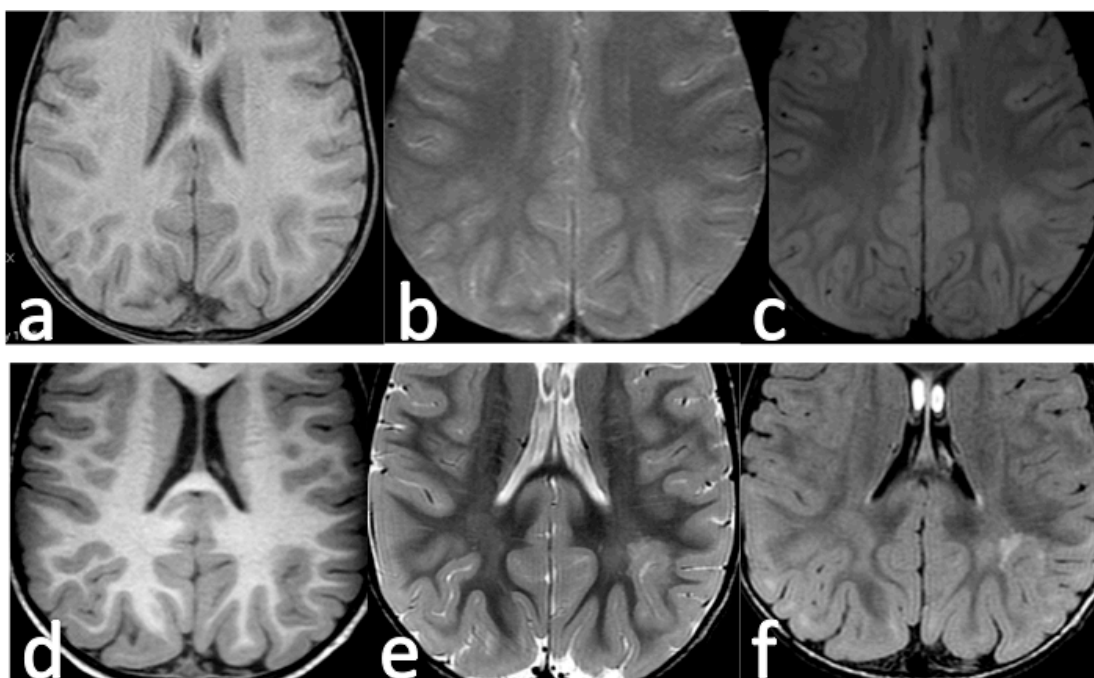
Displasia cortical tipo II parietal izquierda valorada inicialmente como negativa en 1.5T. Una segunda lectura fue interpretada como BORR en la secuencia T1 (a) y HST, ya que no supera la señal de la corteza normal en la secuencia T2 (b) y FLAIR (c). En el estudio realizado en 3T la borrosidad cortical en T1 es más evidente (d) y la hiperintensidad yuxtacortical en T2 (e) y FLAIR (f) es claramente superior a la corteza normal, por lo que fue interpretada como HYC.
